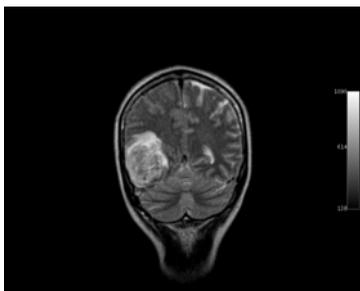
RMN, ponderação em T2, corte coronal - enfarte venoso temporal e seio lateral direito trombosado
